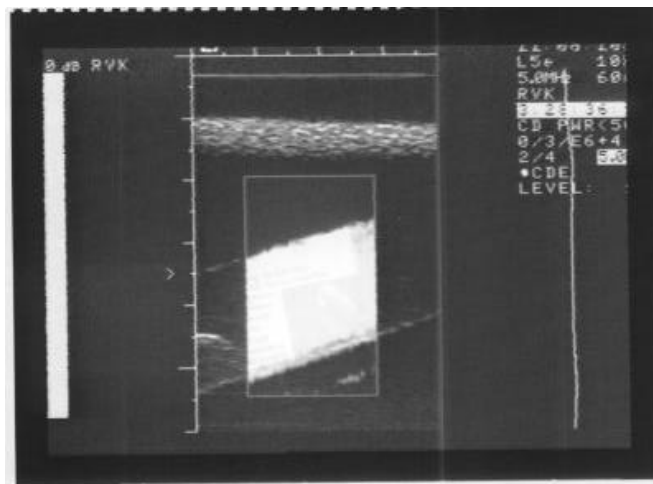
Darstellung des schräg durch das Monitorbild verlaufenden, großlumigen Gefäßes mit einer Farbdopplersignalverstärkung des Grades 5.
